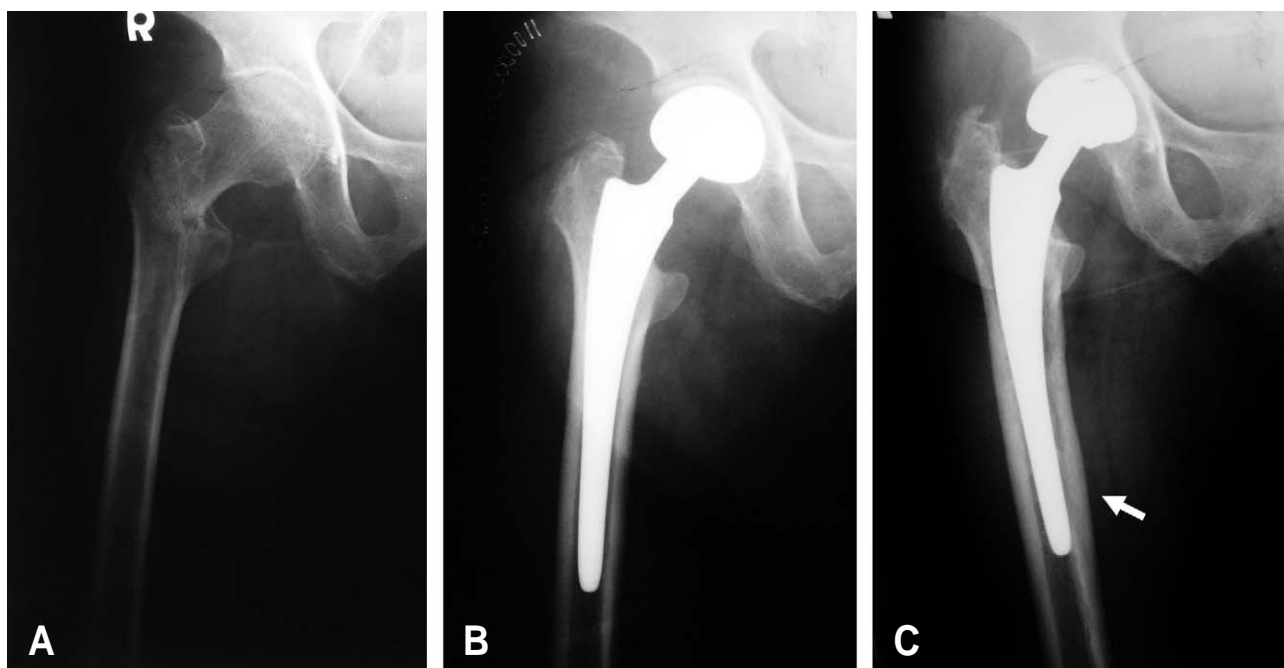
(A) Preoperative radiograph of a 78 year-old woman shows intertrochanteric fracture. (B) Immediate postoperative radiograph shows that femoral stem was fixed well inside the medullary canal. (C) Post operative 2years radiograph shows good stem fixation and mild cortical hypertrophy (arrow).
